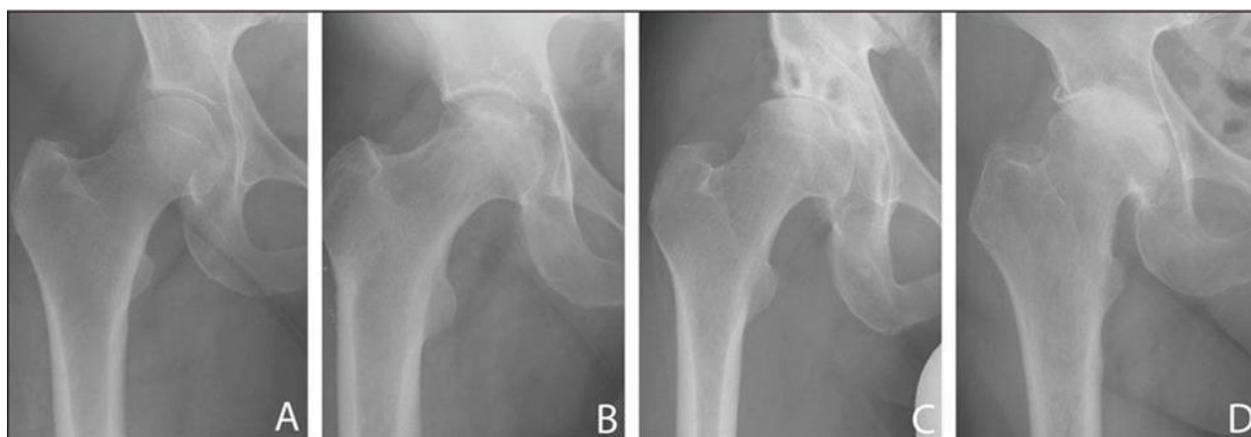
Стадии коксартроза на рентгенограммах
